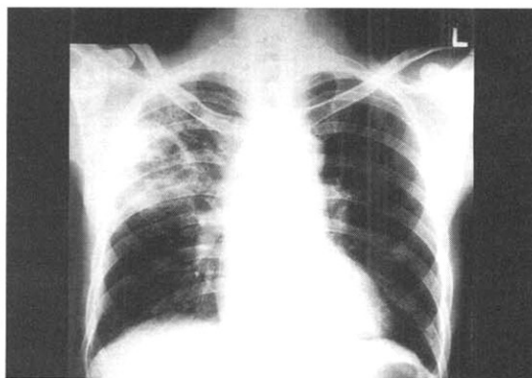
Chest X-ray, at 6th hospital day, shows patchy consolidation with central large cavity in right upper lobe and blunting of both costophrenic angle.
